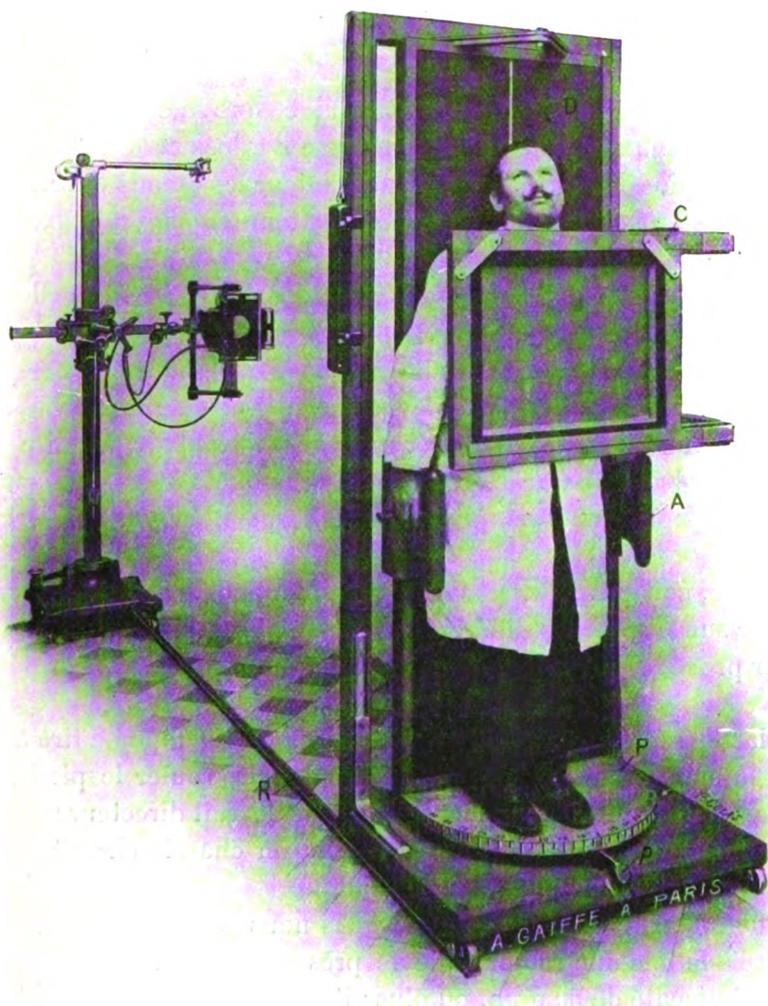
Dispositif de téléradiographie.
